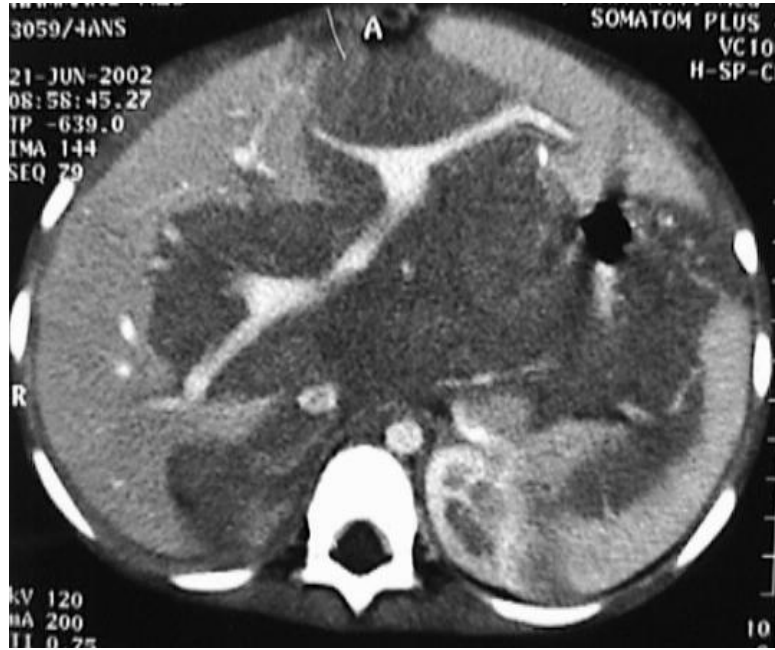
TDM avec injection de contraste montrant une infiltration lymphomateuse périportale et rétropéritonéale.
